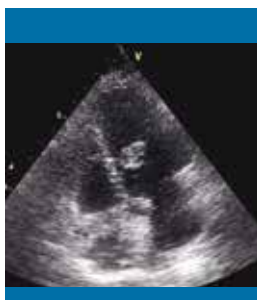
Ecocardiografía transtorácica, corte de 4 cámaras. Se observa vegetación a nivel de tercio medio del tabique interventricular hacia ventrículo izquierdo
